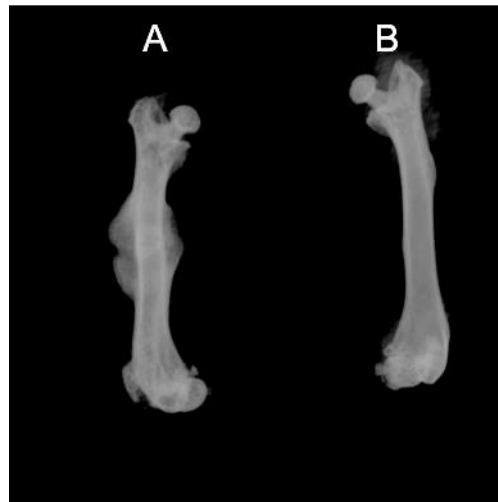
Röntgenaufnahme beider Femora nach Explantation: frakturierter Knochen nach 2 Wochen (A) und gesunder kontralateraler Knochen (B)
